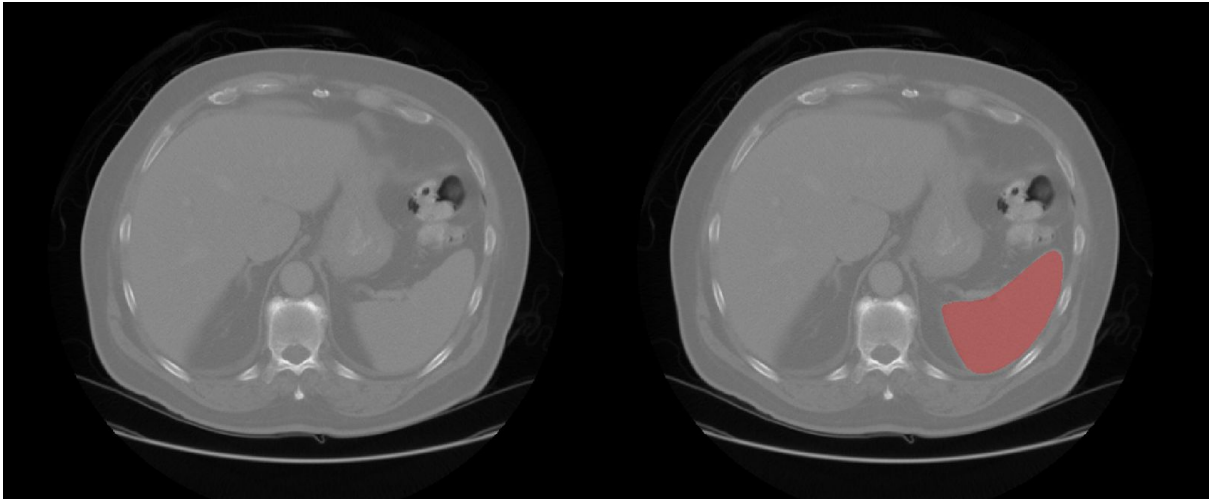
Image of spleen in CT (highlighted area).
